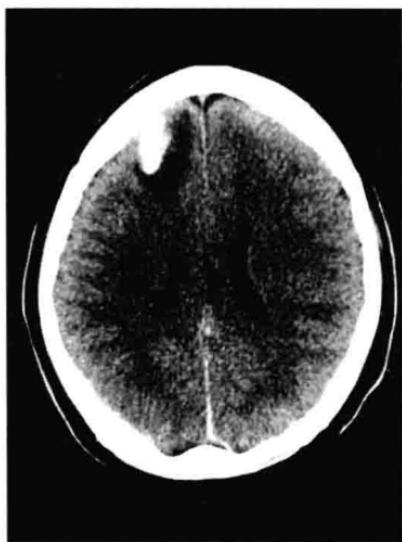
外伤后 24 小时, 轴位 CT 显示
